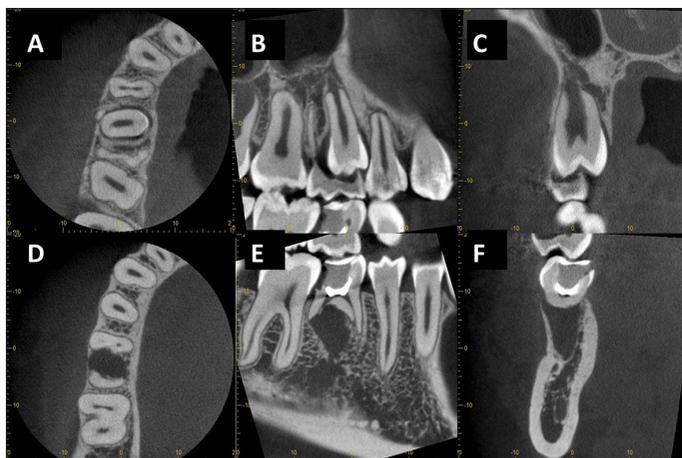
Reconstrucciones multiplanares con CBCT: Diente 1.5 (donante) (A) Axial / (B) Sagital (C) / Coronal (futuro lecho receptor con permanencia diente 8.5 con agenesia diente 4.5) / (D) Axial tercio medio radicular diente 8.5 / (E) Sagital diente 8.5 / (F) Coronal zona interradicular diente 8.5
